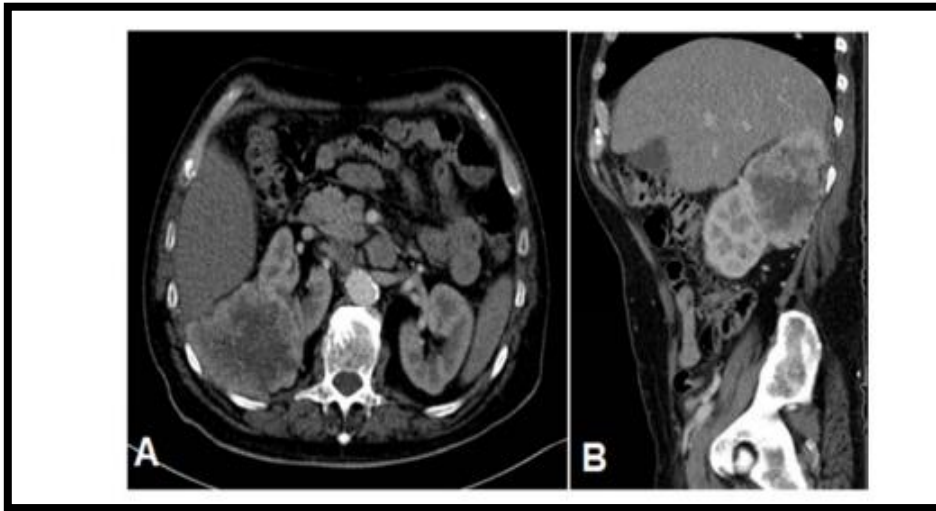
Vista Transversal (A) y Lateral (B) de la TAC abdominal donde se aprecia la lesión tumoral hacia la cara posterior del polo superior del riñón derecho. <sup>(8)</sup>
